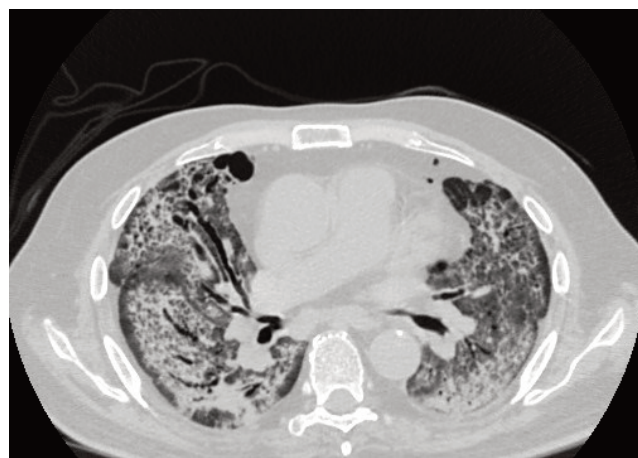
КТ картина легочной ткани в аксиальной проекции на 26-е сутки заболевания
